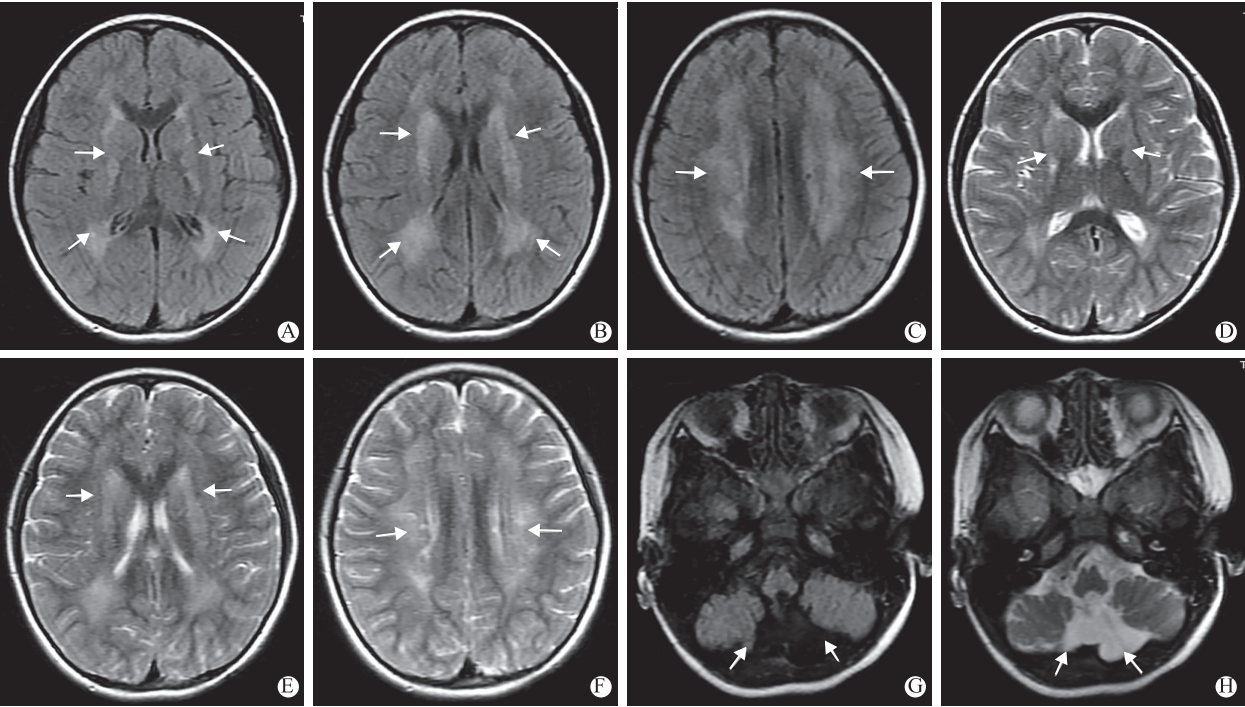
患儿头颅MRI平扫 A-F为经侧脑室横断面的T₂液体衰减反转恢复(Fluidattenuated inversion recovery,FLAIR)及T₂加权成像(Weighted imaging,WD),白色箭头示双侧侧脑室旁白质及基底节对称性信号改变;G-H为经小脑横断面的T₂Flair及T₂WI,白色箭头示双侧小脑形态失常,下蚓部缺如
